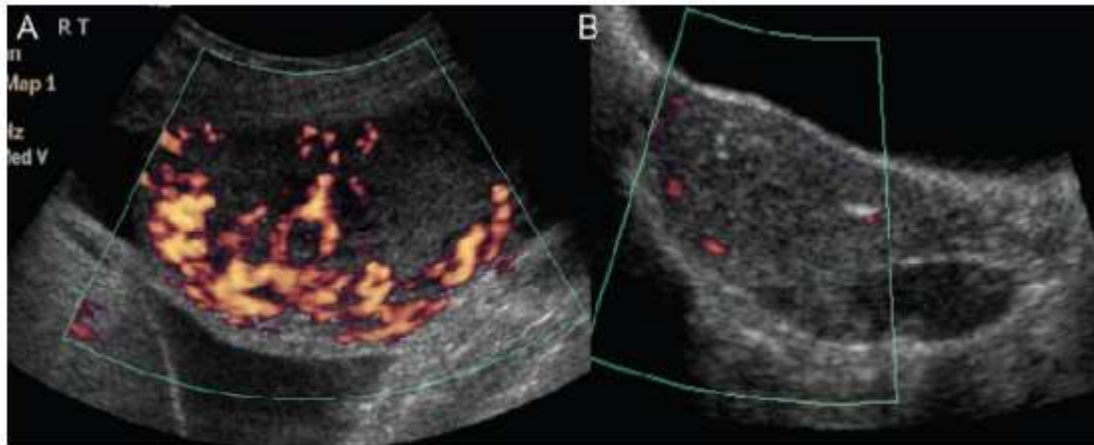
Aspect échographique d'une môle invasive avec infraction du myomètre [79].
